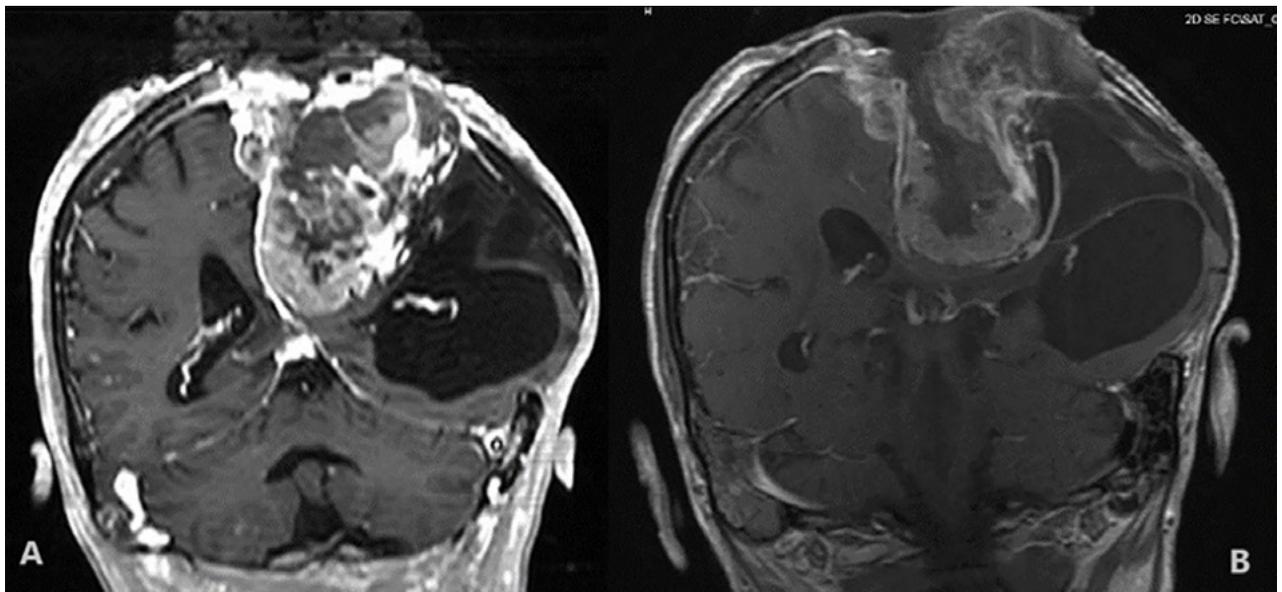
Meningioma FPT parasagital izquierdo antes y después de cirugía. A) Resonancia magnética antes de cirugía, T1 con contraste. B) Resonancia magnética después de cirugía, T1.
